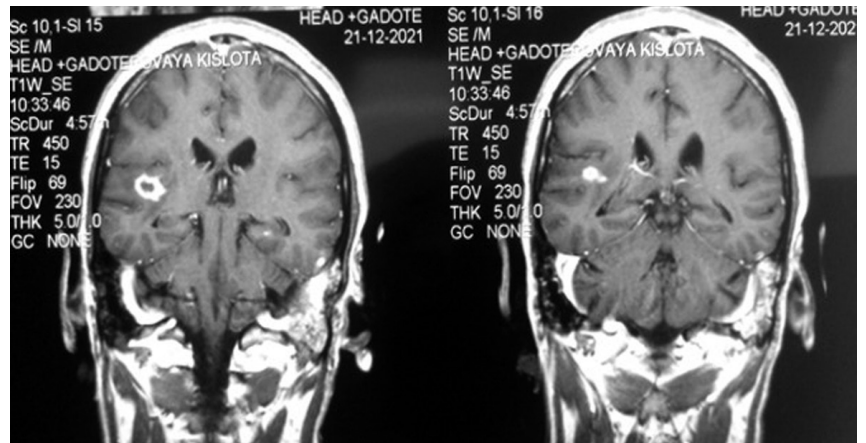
Магнитно-резонансная томография головного мозга пациента С. после проведённого лечения.
